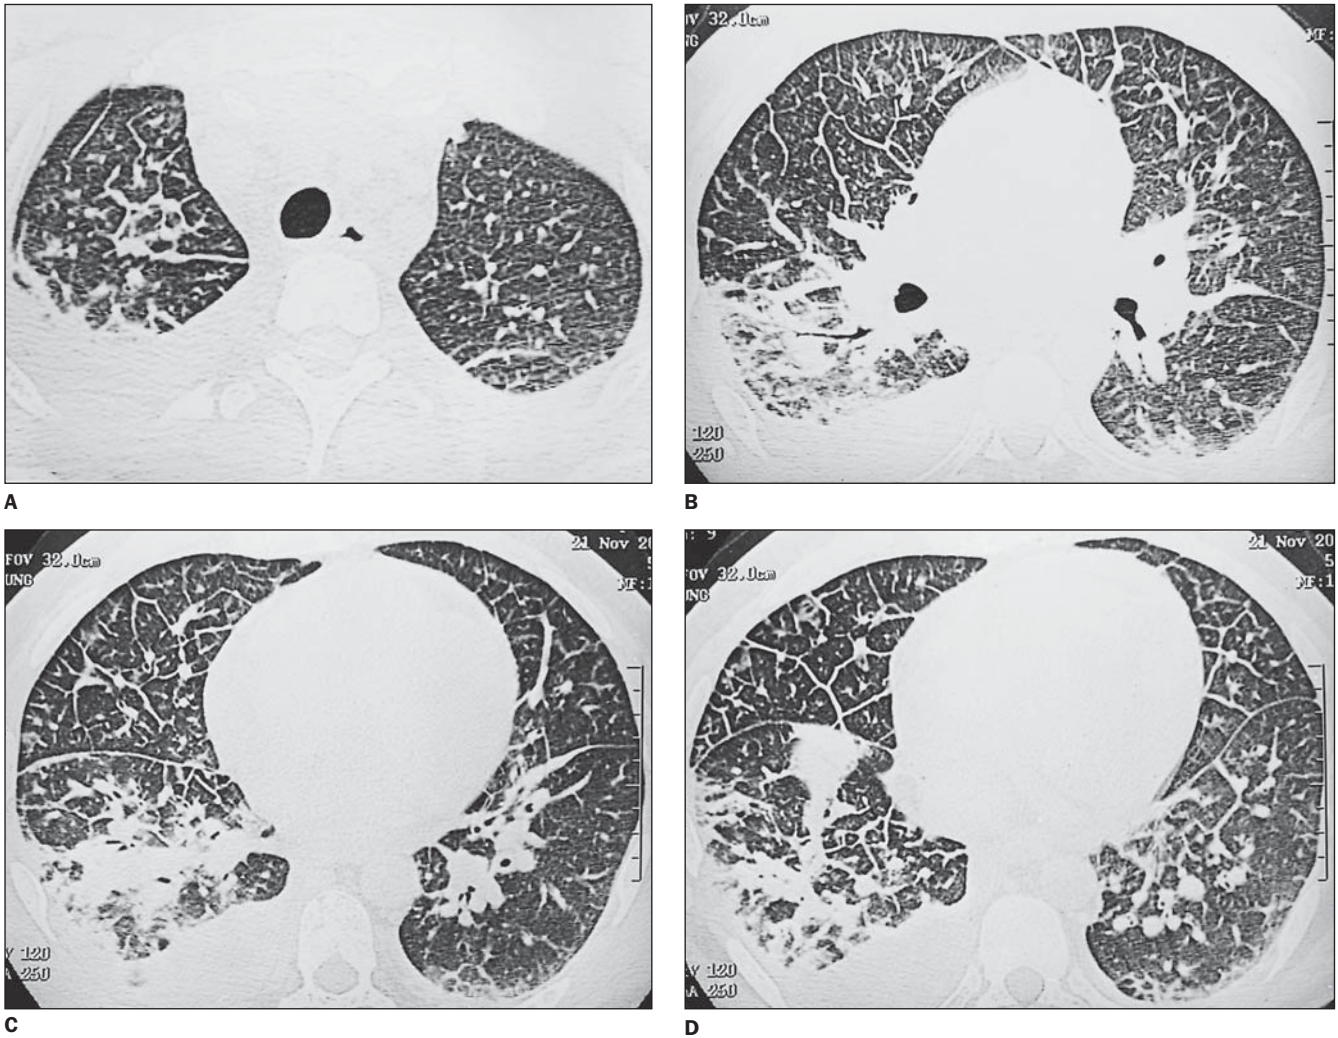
Tomografia computadorizada de alta resolução com janela para parênquima pulmonar mostrando espessamento difuso de septos interlobulares, com aspecto liso. Nas regiões posteriores evidenciam-se, também, acentuado espessamento das bainhas peribroncovasculares, com opacidades em vidro fosco esparsas, e áreas de consolidação no pulmão direito. Presença de derrame pleural bilateral, mais volumoso à direita.
